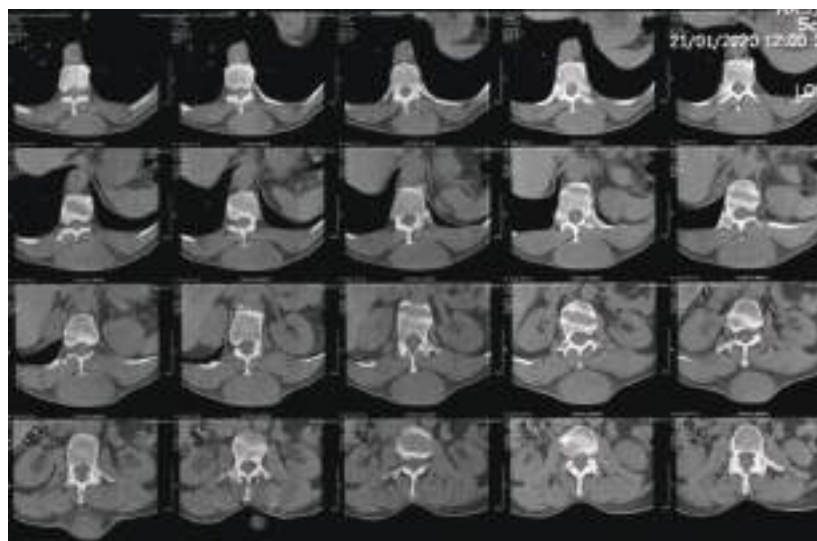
Tomografía de columna dorsolumbar
